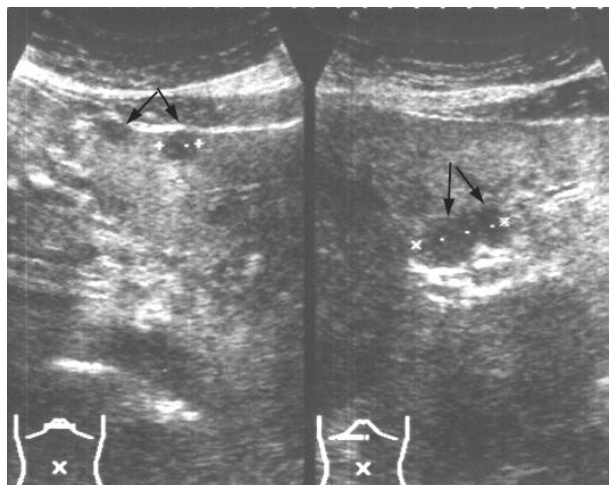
Ультразвуковая томограмма больной ЛМС с метастазом в печени, выполненная трансабдоминальным доступом в поперечной плоскости.
